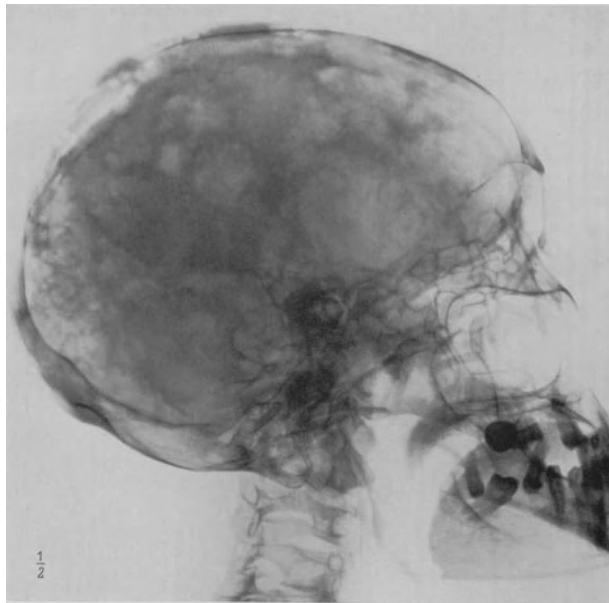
Carcinometastasen im Schädeldach (Mammacarcinom). (Röntgeninstitut Krankenhaus im Friedrichshain.)
